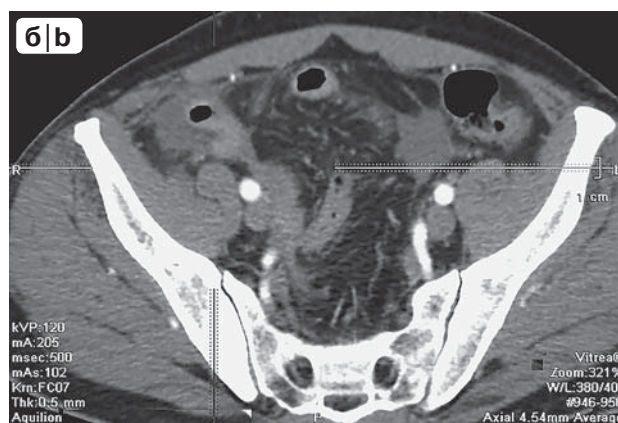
Компьютерные томограммы органов брюшной полости. а – сагиттальная проекция; б – аксиальная проекция. Вокруг терминального отдела подвздошной кишки вдоль нижнего и медиального контуров слепой кишки определяется скопление жидкости, стенки подвздошной кишки утолщены, мезентериальная клетчатка уплотнена.
